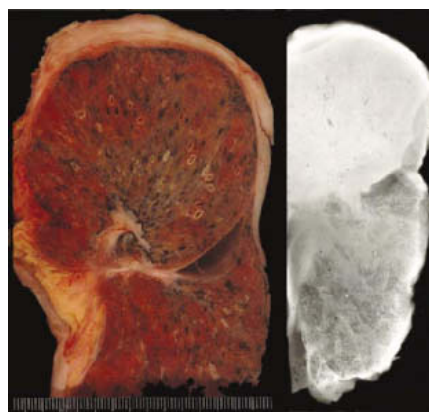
b Makrofoto und korrespondierendes Röntgenbild bei Hyalinosis complicata mit ausgedehnter Rundherdatektase. Krähenfußartige Fibroseausläufer im Bereich des septalen Lungengewebes. Zustand nach jahrelanger Asbestexposition im Rahmen der beruflichen Tätigkeit als Betriebsleiter in einer Asbestfabrik.
